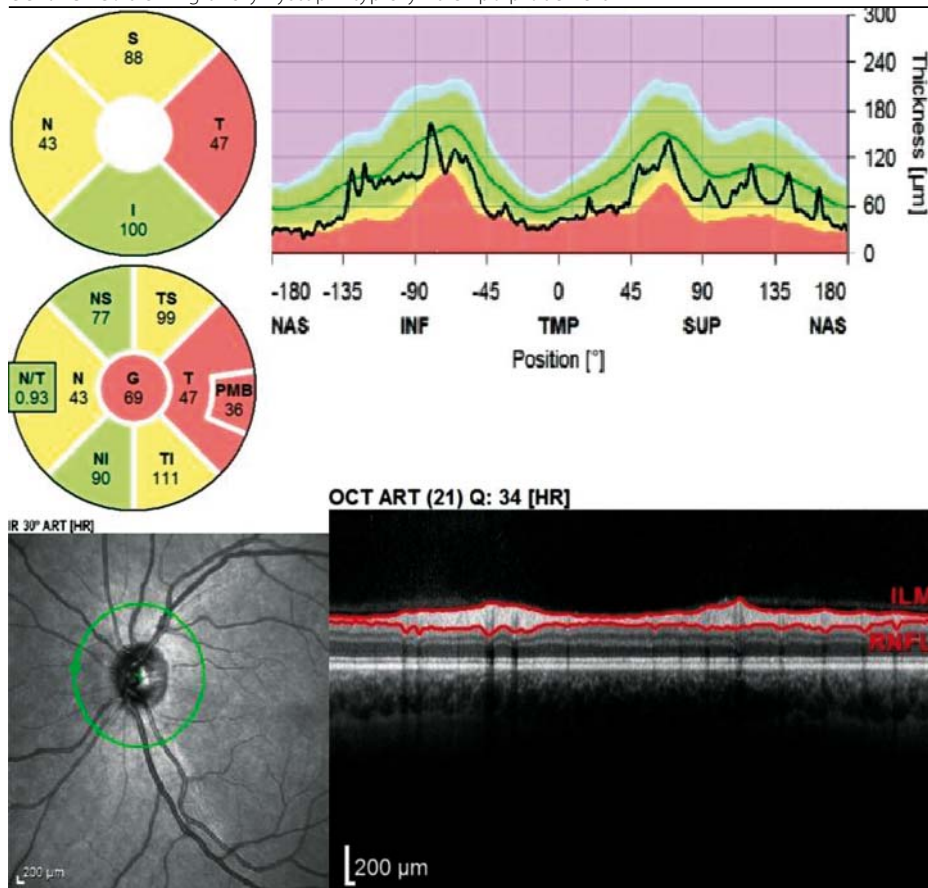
Optická koherentní tomografie
